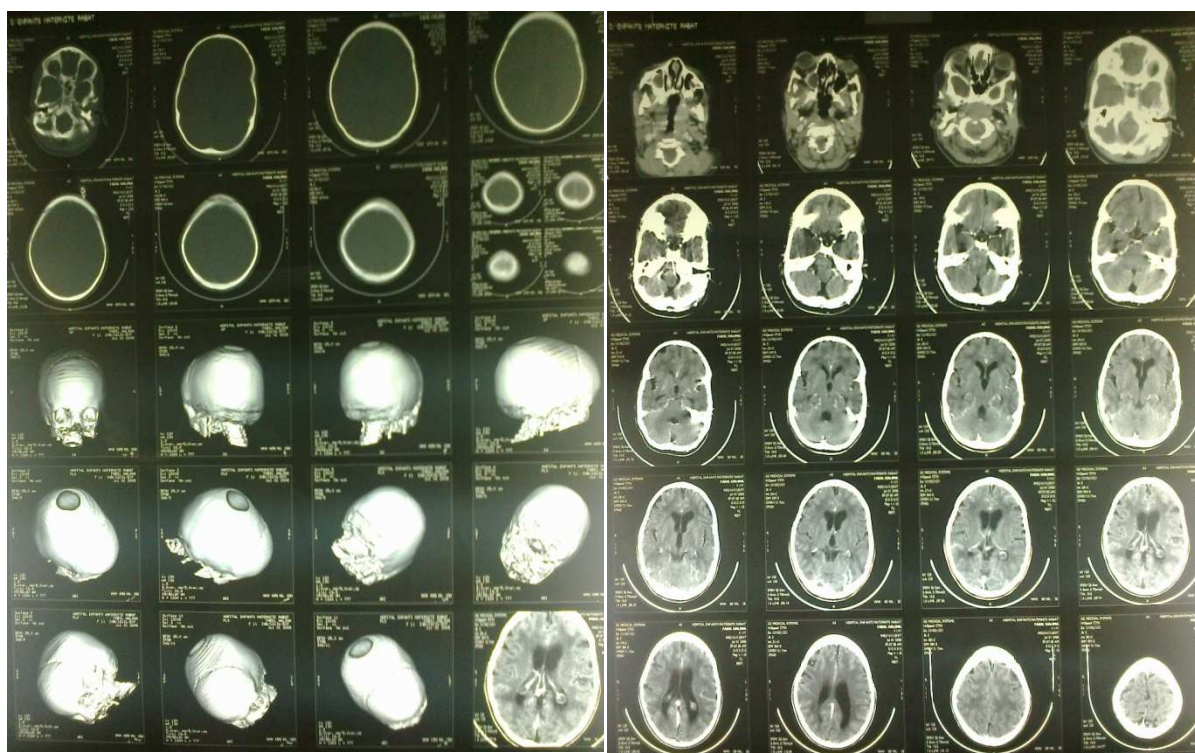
TDM orbito-encéphalique réalisée chez cette même patiente, montre une scaphocéphalie et une atrophie cortico sous corticale associée à un élargissement du système ventriculaire.
